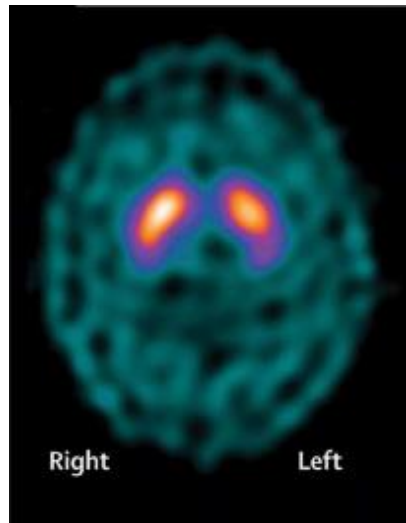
Imagen por SPECT [42].
